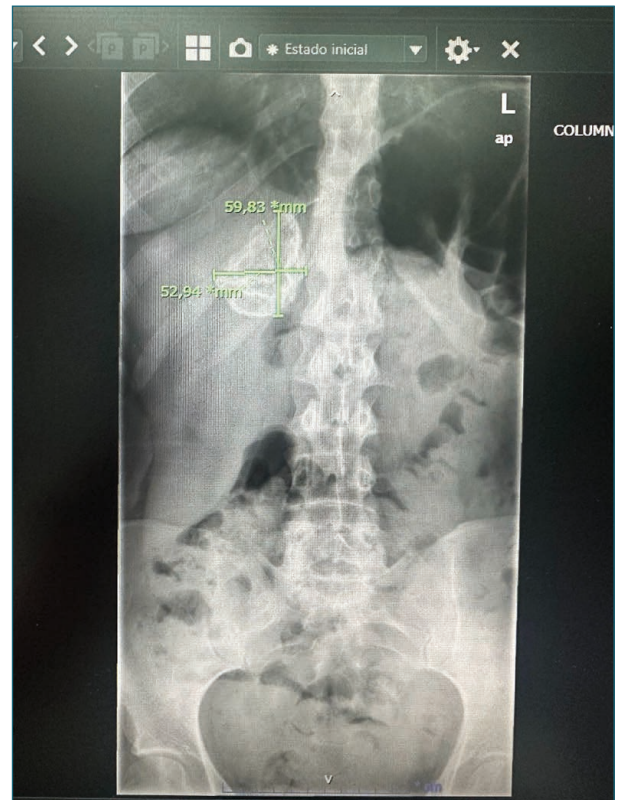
Radiografía lumbar con hallazgo incidental de imagen suprarrenal derecha sugestiva de quiste. Publicado con el consentimiento del paciente.
